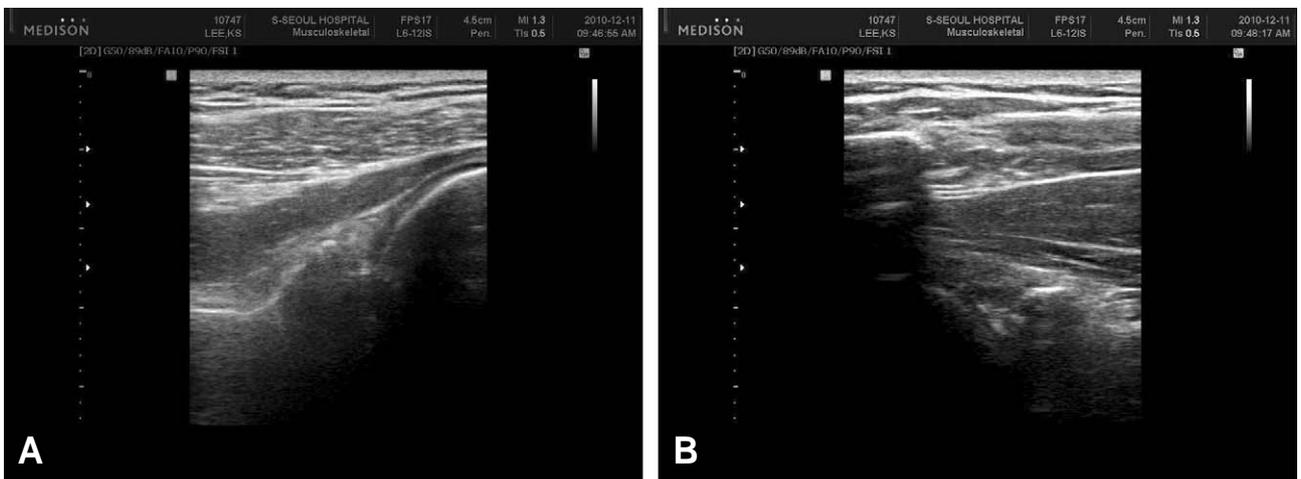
Follow up Ultrasonographic examination 12 weeks after operation showed resolution of cyst on spinoglenoid notch area. A) Dorsal transverse section, B) Superior transverse section.
